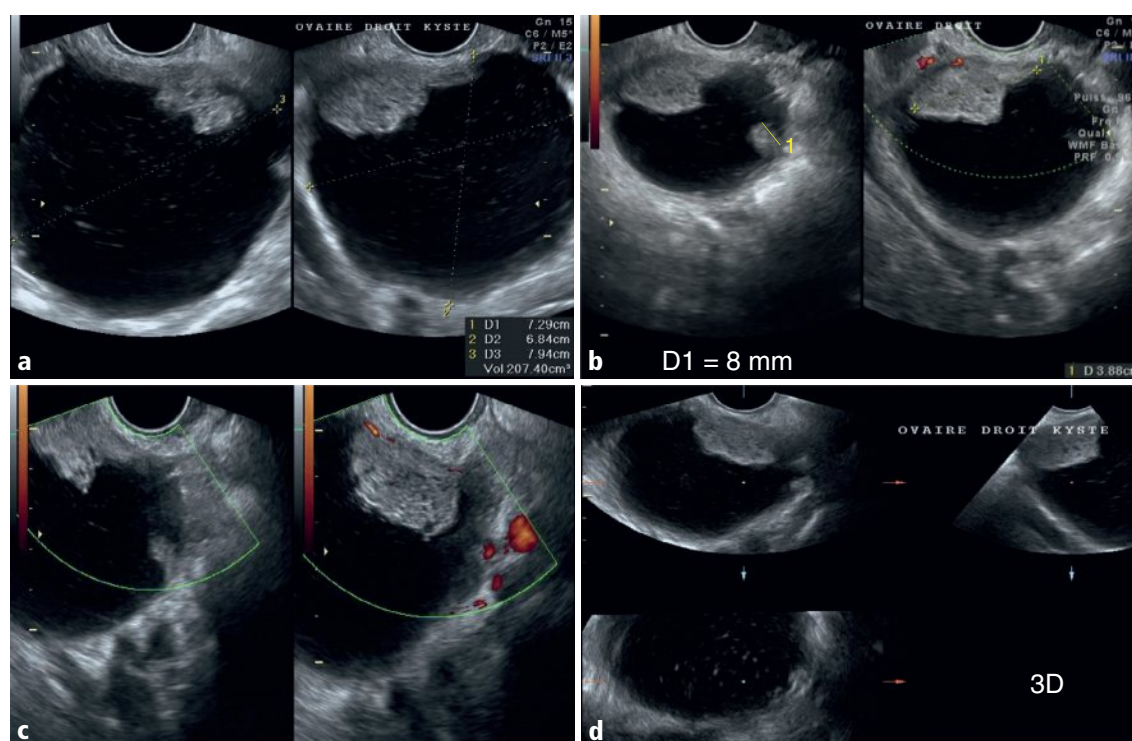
a-d Ovaire droit, coupes axiale et sagittale en mode B (a) et Doppler couleur (b, c). Étude 3D (d).
